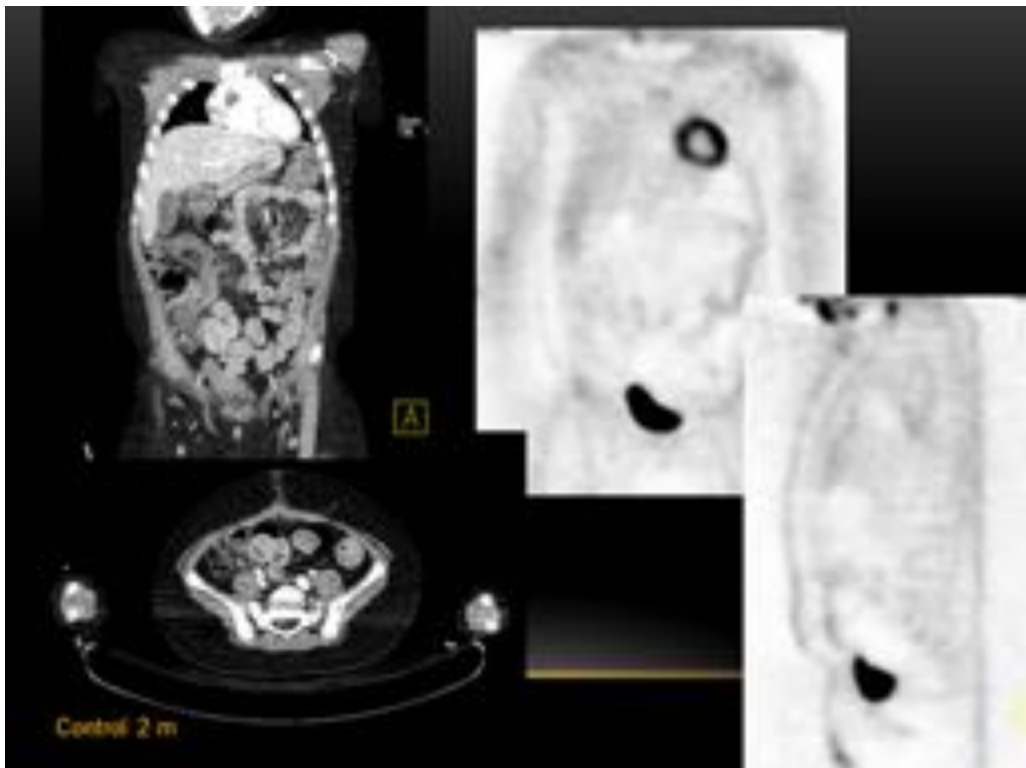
Caso clínico 4 (Figuras 13 y 14). Linfoma de Burkitt, control post-tratamiento a los 2 meses con PET-TC. Se aprecian cambios secundarios a la cirugía en pared abdominal pero no hay evidencia de enfermedad maligna en el momento actual.
